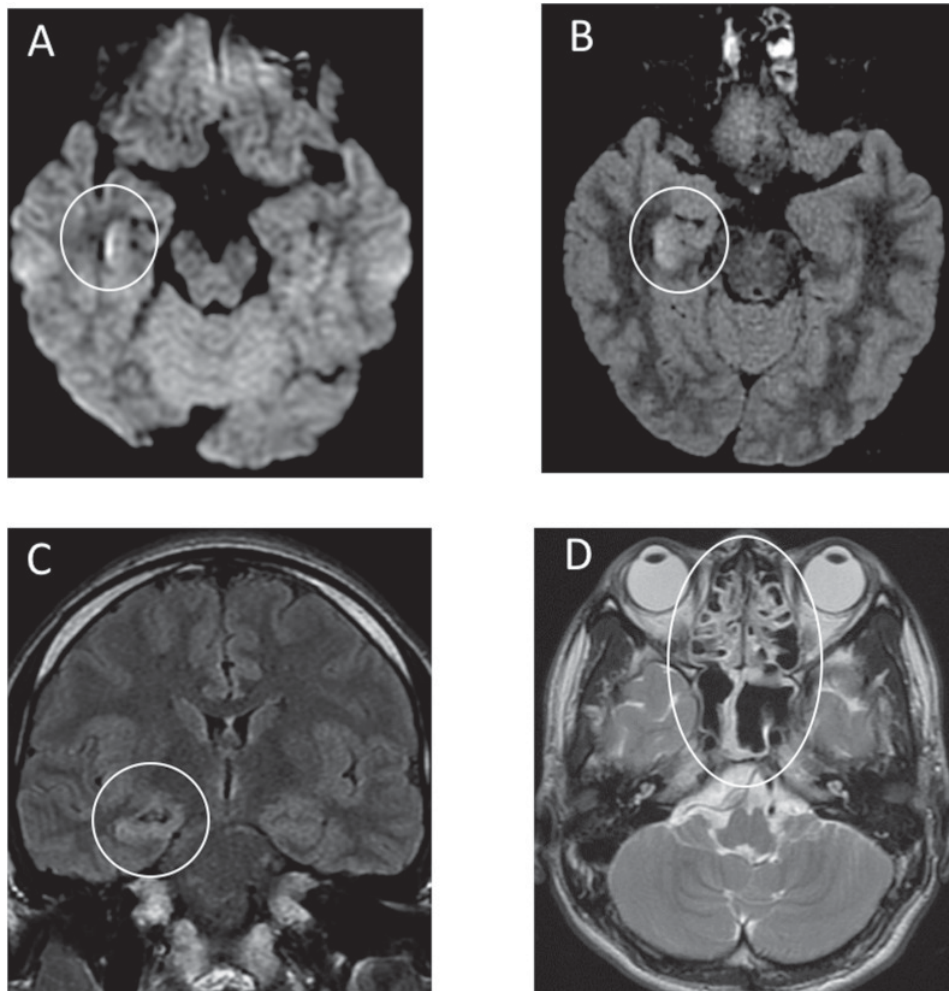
Brain MRI in 20 hours after admission to the clinic: (A) diffusion weighted images regime revealed zone hyperintensity up the wall right lateral ventricle on the level inferior horn; (B, C) fluid-attenuated inversion recovery images displayed hyperintensive character of alteration of right mesial temporal lobe and hippocampus with mild atrophy of hippocampus; these changes denote on right lateral ventriculitis and encephalitis mostly on right mesial lobe and hippocampus; (D) T2-weighted image displayed pan-paranasal sinusitis [9].
